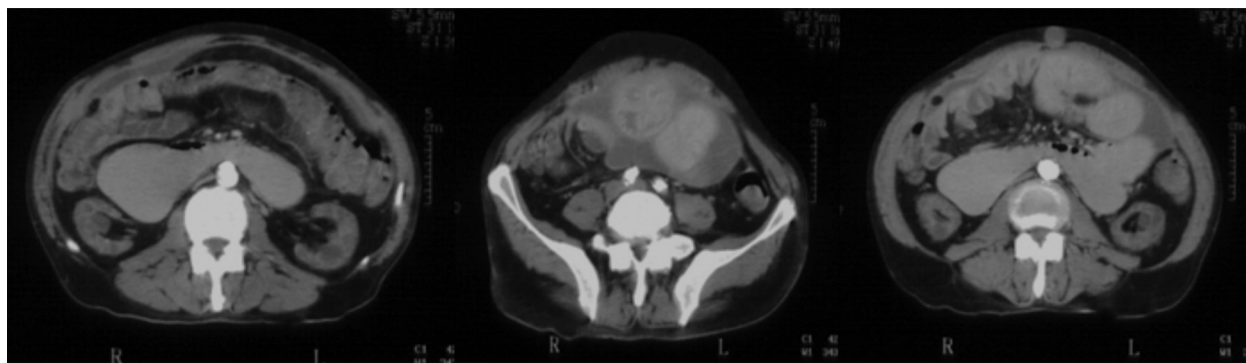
Imagen de la TAC: engrosamiento peritoneal, asociada a una colección líquida pélvica con septos en su interior con niveles hidroaéreos.
